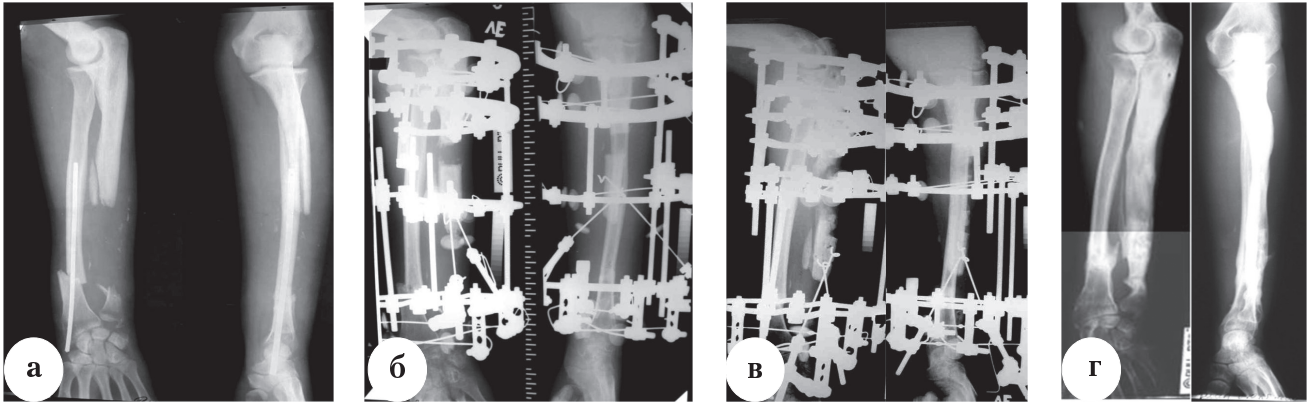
Рентгенограммы больного Р., 23 лет: а – до лечения; б, в – на этапах остеосинтеза; г – результат лечения
